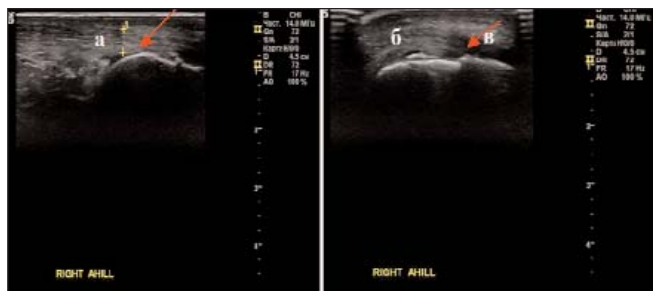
УЗИ пяточных областей: поражение ахиллова сухожилия: утолщение (а, стрелка), кальцификаты (б), бурсит преахиллова сумки (в, стрелка)
